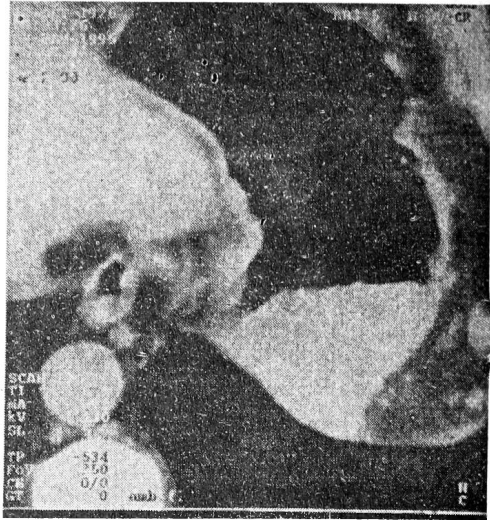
КТ желудка после введения воздуха больной Ф., 68 лет, со злокачественным изъязвлением. Определяется локальное утолщение стенки желудка в субкардиальном отделе до 1,1 см; язвенный кратер не выходит за пределы стенки желудка.
